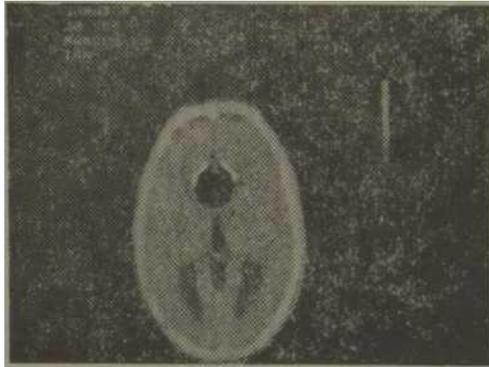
TAC que muestra el lipoma en la proyección del cuerpo calloso rodeado por dos imágenes lineales hiperdensas.
